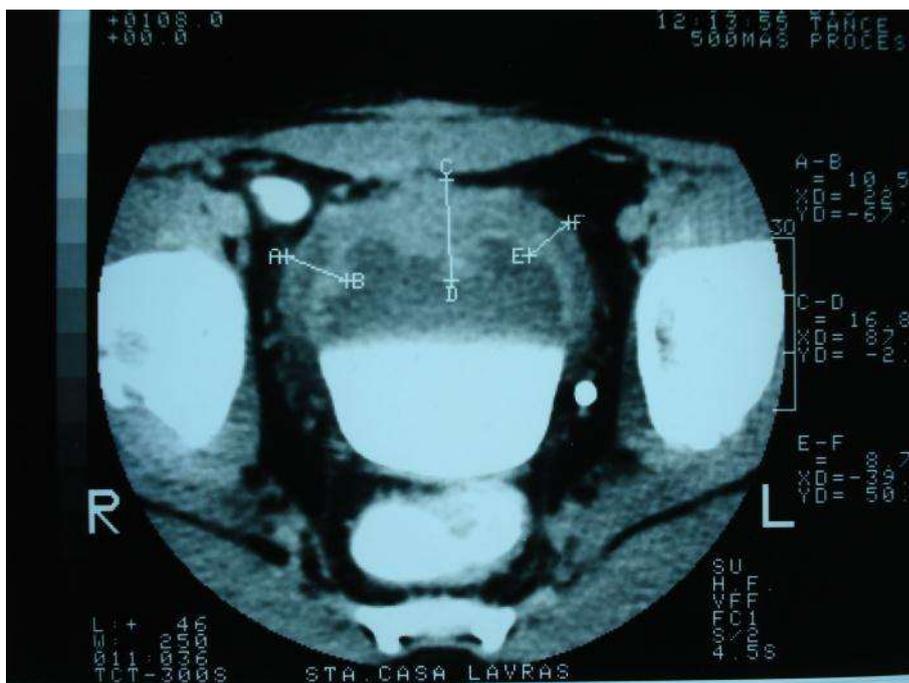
Tomografia Computadorizada da Pelve, com contraste fase tardia
